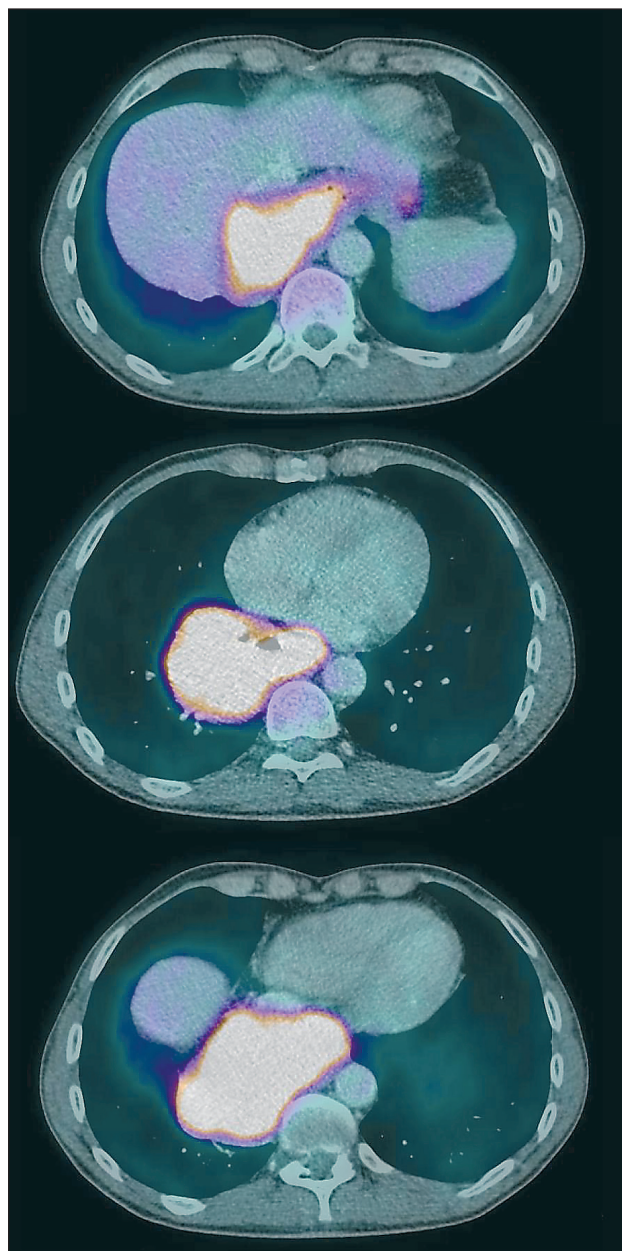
ПЭТ-КТ-сканы аксиальной проекции на различных уровнях. Лейомиома пищевода и желудка. В проекции всей опухоли отмечается равномерная, высокая метаболическая активность ($SUV_{max}=17,1$)
